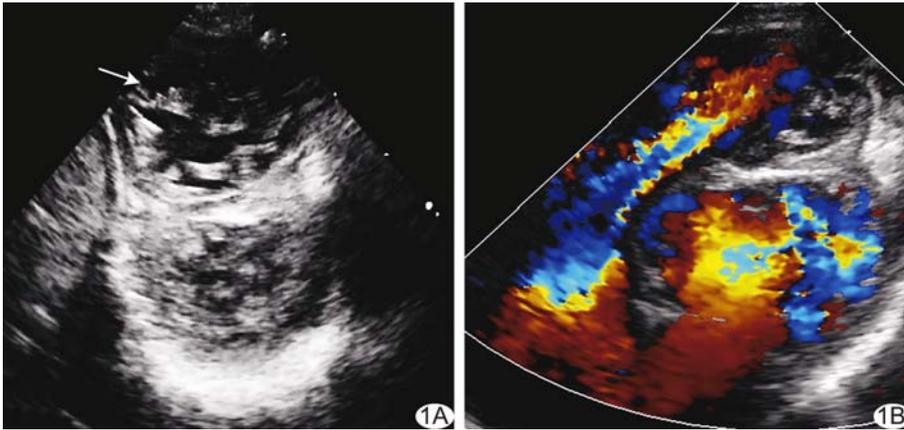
女性患儿, 46 天, 双心室 NVM A. 二维超声心动图短轴切面可见双心室多发凹陷型肌小梁(箭); B. CDFI 于肌小梁间可见缝隙样低速血流
